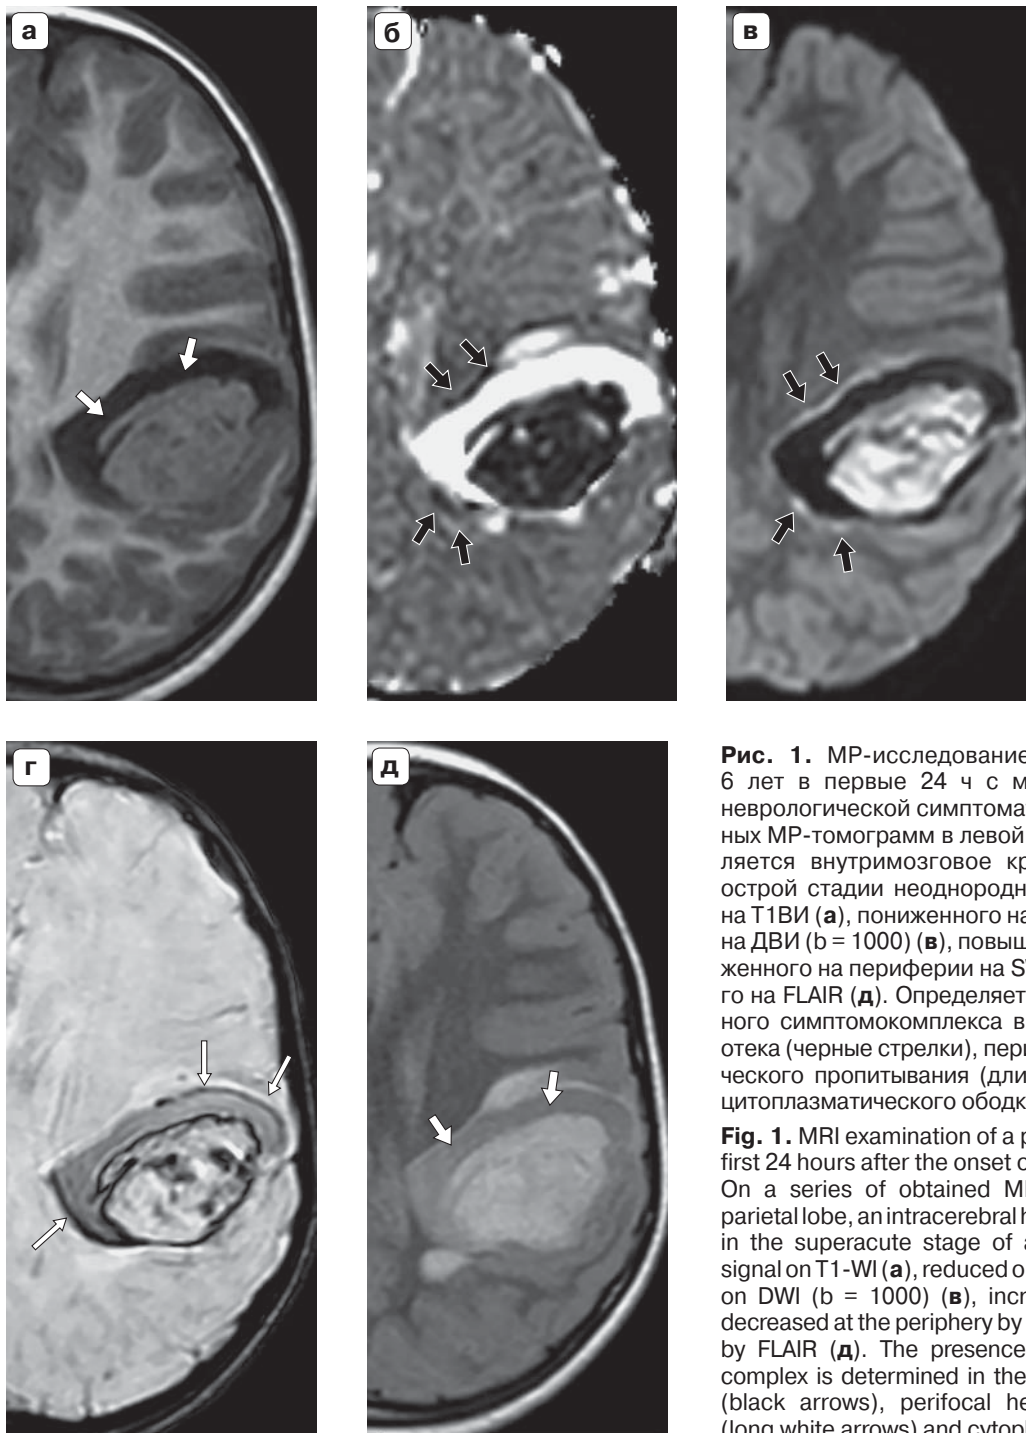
МР-исследование пациента в возрасте 6 лет в первые 24 ч с момента возникновения неврологической симптоматики. На серии полученных МР-томограмм в левой теменной доле определяется внутримозговое кровоизлияние в сверхострой стадии неоднородно пониженного сигнала на T1ВИ (а), пониженного на ИКД (б), гетерогенного на ДВИ (b = 1000) (в), повышенного в центре и пониженного на периферии на SWI/T2* (г) и повышенного на FLAIR (д). Определяется наличие перифокального симптомокомплекса в виде цитотоксического отека (черные стрелки), перифокального геморрагического пропитывания (длинные белые стрелки) и цитоплазматического ободка (белые стрелки).
